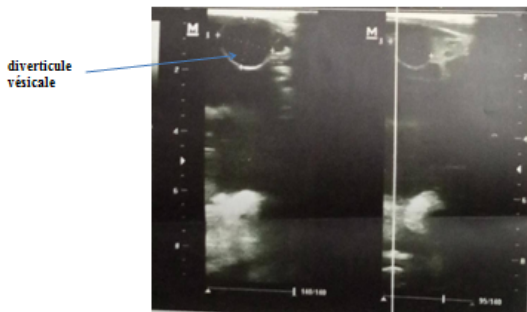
Image de diverticule vésicale à l'échographie
